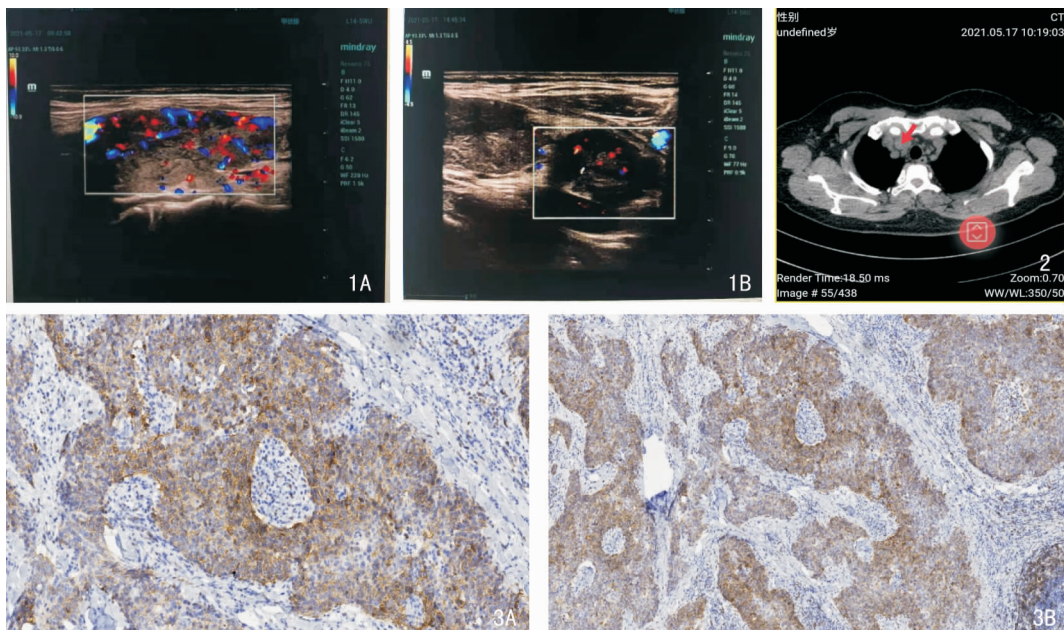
甲状腺及肿块超声图像 1A:甲状腺;1B:肿块 图2 颈部螺旋CT肿块表现 图3 免疫组化图片 3A:CD5 阳性 (SP 二步法  $\times 100$ ); 3B:CD117 阳性 (SP 二步法  $\times 100$ )
